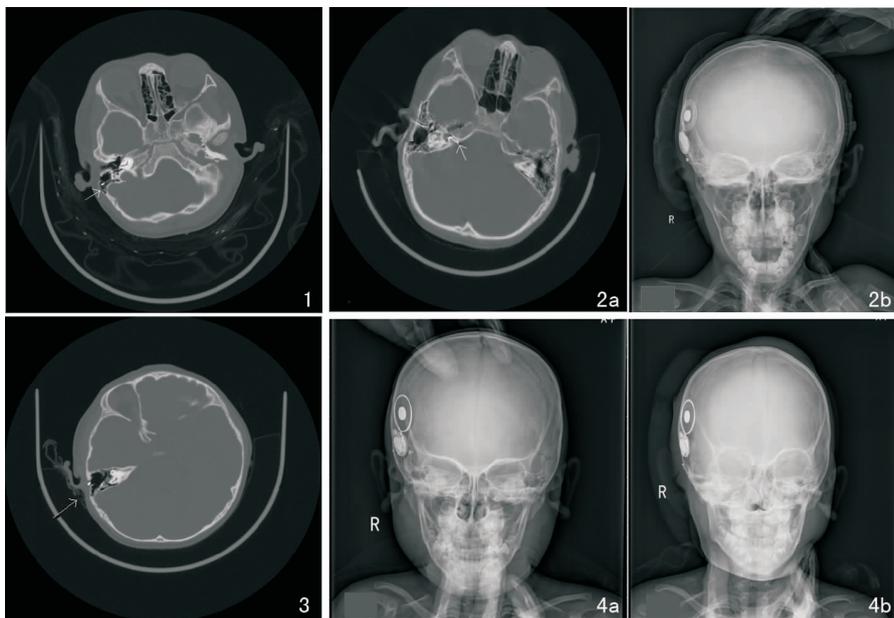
再次行人工耳蜗植入患者术中发现乳突腔骨瘤形成(箭头所示) 图2 再次行人工耳蜗植入患者术前术后影像学检查 2a:CT示右耳电极植入内听道(箭头所示); 2b:再次术后电极位置正常 图3 人工耳蜗植入患者术后3年继发感染,右耳后脓肿形成(箭头所示) 图4 植入体断裂患者手术前后对比 4a:人工耳蜗植入术后植入体断裂; 4b:再次人工耳蜗植入术后电极正常位置
